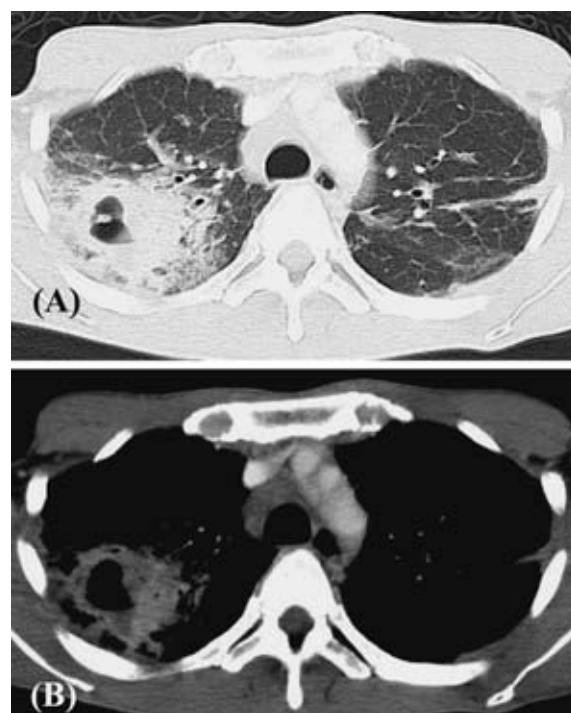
(A) Chest computed tomography showed a cavity lesion with a thick wall and infiltration. (B) A low density area was seen in the central area of the cavity. Mediastinal lymph nodes were swollen.
